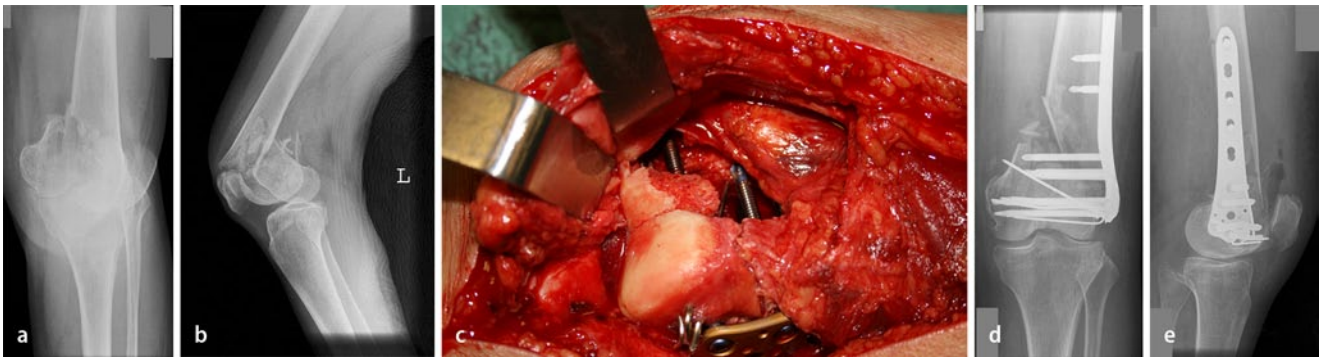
▲ Klinische Beispiele. Winkelstabile Osteosynthese distales Femur: 72-jährige Patientin nach Treppensturz bei vorbestehender Osteoporose: supradiakondyläre Femurfraktur mit primärem Defekt der anteromedialen Femurkondyle. Offene Reposition und Stabilisierung mit einer Femur-LISS („less invasive stabilization system“) und additiver Kirschner-Draht-Fixierung (a, b Röntgenbilder nach Trauma, c intraoperativer Befund des Knochendefekts, d, e postoperative Bilder nach Femur-LISS)
